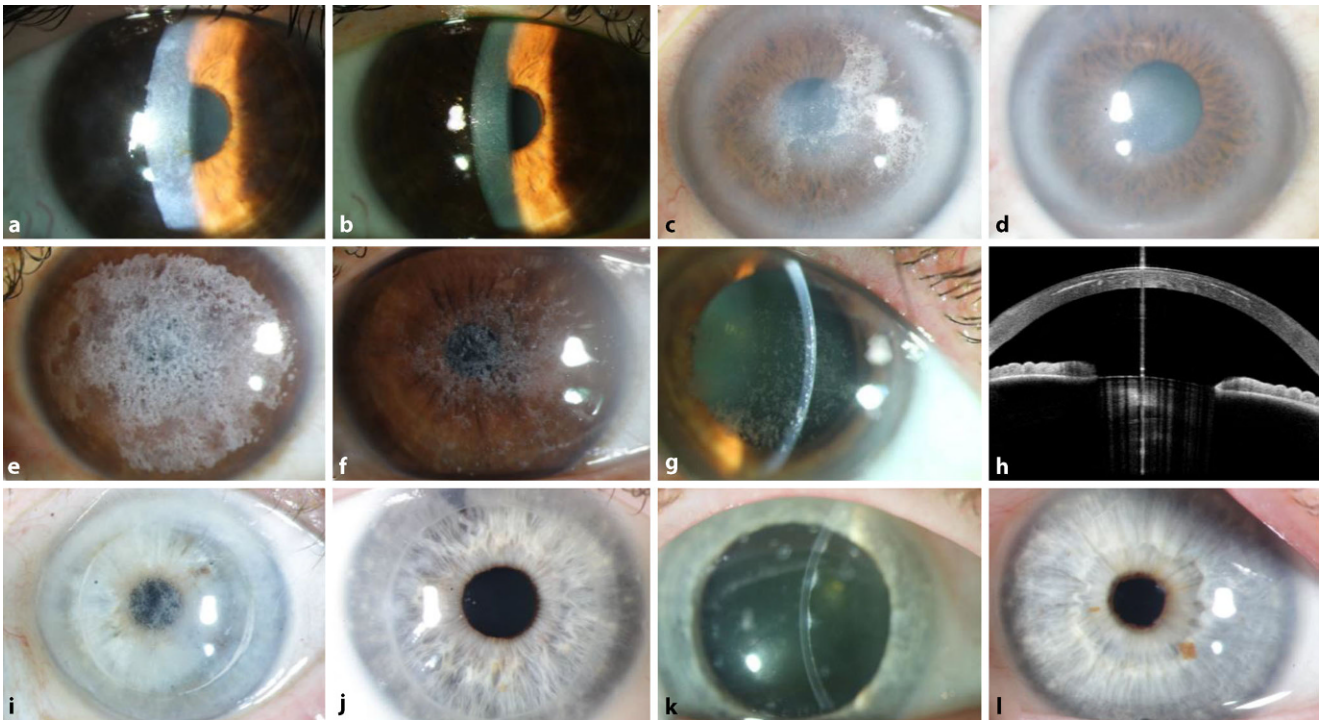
▲ Operative Therapiemöglichkeiten der Hornhautdystrophien (HD). a–f Oberflächliche Ablagerungen lassen sich gut mittels einer Excimerlaser-assistierten phototherapeutischen Keratektomie (Excimer-PTK) abtragen. Exemplarisch dargestellt sind prä- und postoperative Befunde bei Thiel-Behnke-HD (a, b), Schnyder-HD (c, d) und granulärer HD Typ 2 (homozygote Mutation [e, f]). Bei Beteiligung des mittleren und tiefen Stromas ist eine vollständige Entfernung der Ablagerungen nicht möglich. Eine Excimer-PTK kann jedoch zur visuellen und symptomatischen Verbesserung beitragen und eine Keratoplastik hinauszögern. g, h Eine oberflächliche anteriore lamelläre Keratoplastik bei granulärer HD ist mit einem Risiko von hyalinen Ablagerungen im Interfacebereich verbunden. Die Methode der Wahl bei dieser HD ist eine tiefe anteriore lamelläre (DALK) oder eine perforierende Keratoplastik (PKP) (g klinischer Befund, h optische Kohärenztomographie mit dichten Ablagerungen im Interfacebereich). i, j Das Rezidivrisiko nach Keratoplastik ist abhängig von der zugrunde liegenden HD. Während bei der granulären HD (i) frühe Rezidive häufig auftreten, kommt es bei der makulären HD (j) zu keinen klinisch relevanten Rezidiven. k, l Fortgeschrittene hintere polymorphe HD mit warzenartigen Veränderungen der Hornhaurückfläche. Dargestellt ist der präoperative (k) sowie der postoperative (l) Befund nach „Descemet membrane endothelial keratoplasty“ (DMEK)
